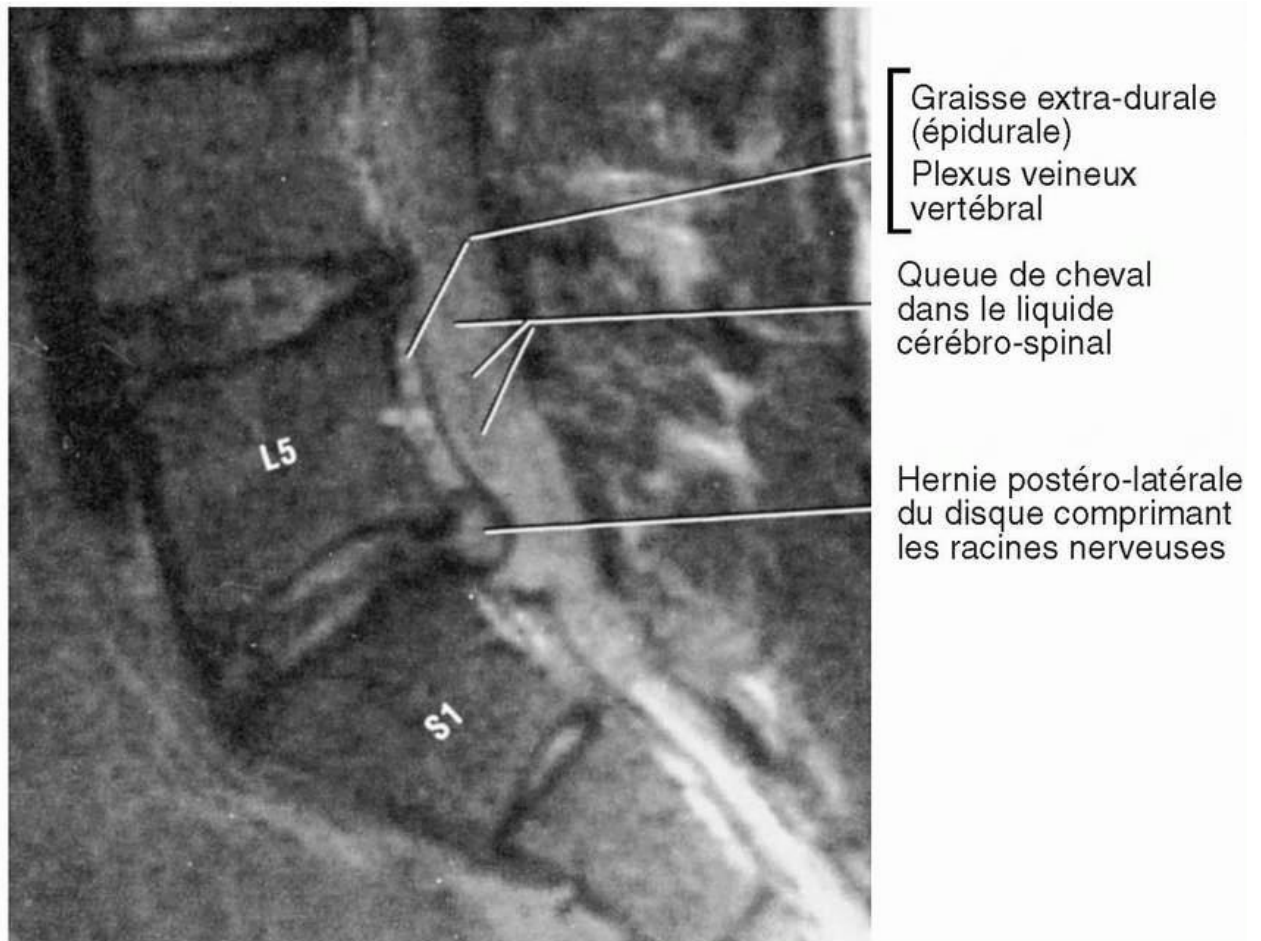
Image par résonance magnétique (IRM) de la région lombo-sacrée, montrant la protrusion du noyau(*nucleus pulposus*)au travers de l'anneau fibreux(*annulus fibrosus*)(une hernie discale). Reproduit avec l'autorisation de Moore, KL. *Clinically Oriented Anatomy*, 3^e édition. Baltimore : Williams & Wilkins ; 1992.
